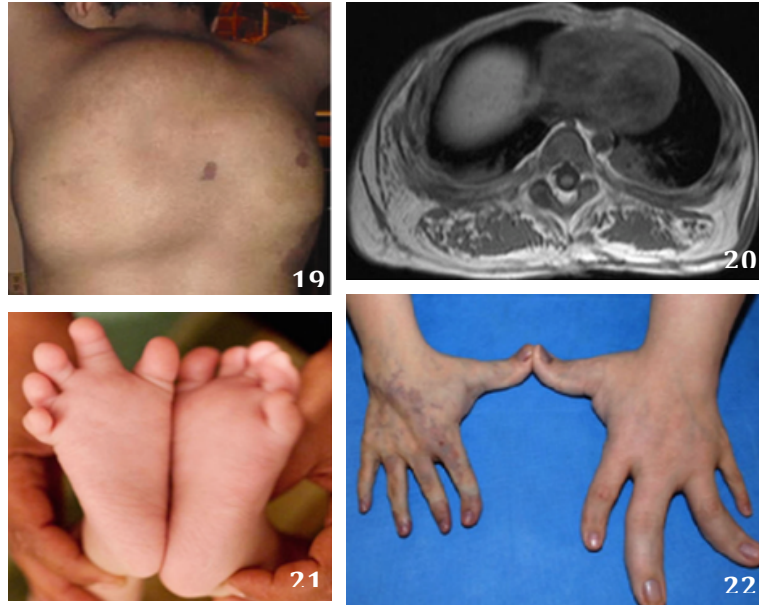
Crecimiento tumoral torácico, nótese la presencia de capilares en región superior derecha. Fig. 20. Correlación clínica a través de tomografía computada donde se observa sobrecrecimiento graso y reemplazo muscular por tejido graso paraespinal y posterior al mediastino. Fig 21 y 22 se observa macrodactilia y asimetría evidente en manos.
